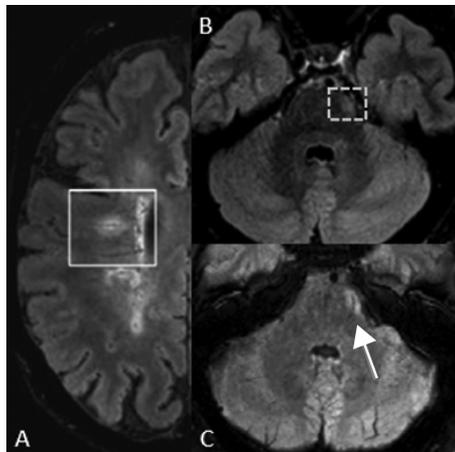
A) Secuencia FLAIR-T2*: lesión ovoidea en la sustancia blanca profunda, con una línea hipointensa en el centro de esta, sugestiva del signo de la vénula central en resonancia 3T (cortesía del Dr. Pascal Sati y col.; imagen obtenida y modificada del Documento de Consenso de Expertos de Norteamérica, doi:10.1038/nrneurol.2016.166). B) Secuencia FLAIR; el recuadro con línea cortada marca la presencia de una lesión protuberancial subpial, la cual presenta una línea hipointensa centralmente en la secuencia T2-FLAIR* (cortesía del Dr. Àlex Rovira). C) En 3T, marcadora de la vena central a la lesión (cortesía del Dr. Àlex Rovira).
